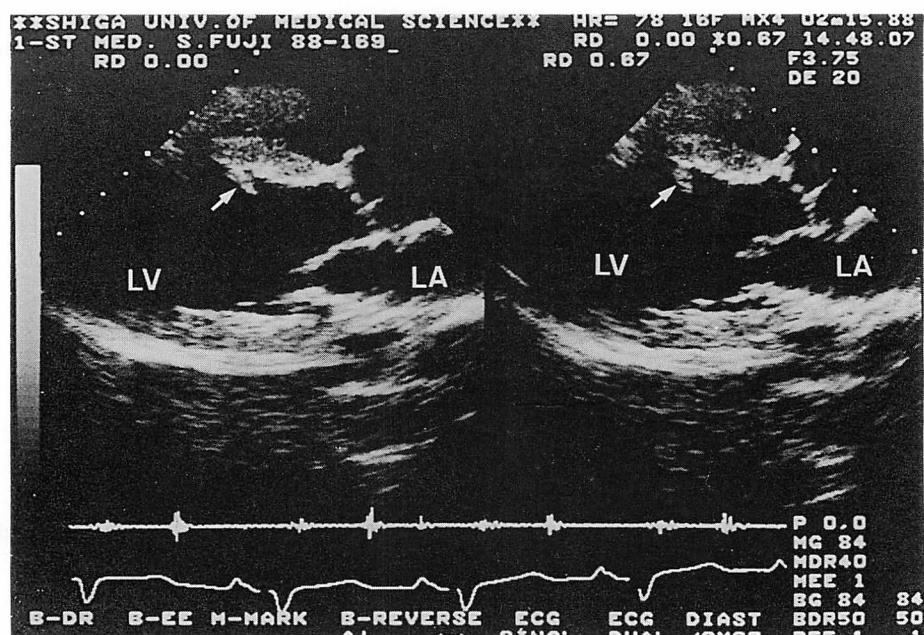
Two-dimensional echocardiograms of Patient 2.
